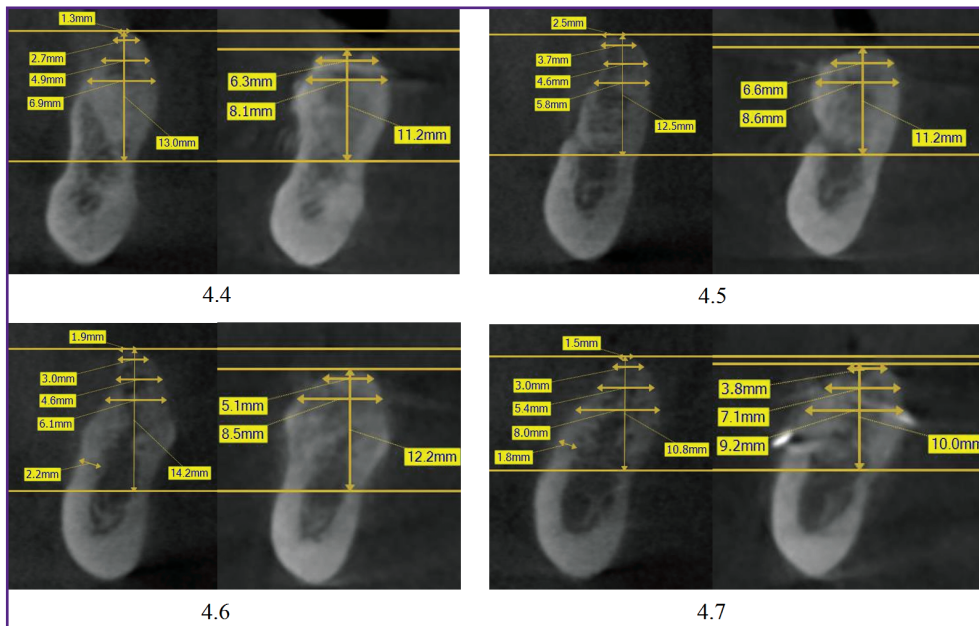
Измерения на конусно-лучевой компьютерной томографии до лечения (слева) и через 6 мес после костной пластики (справа) по сегментам челюсти
